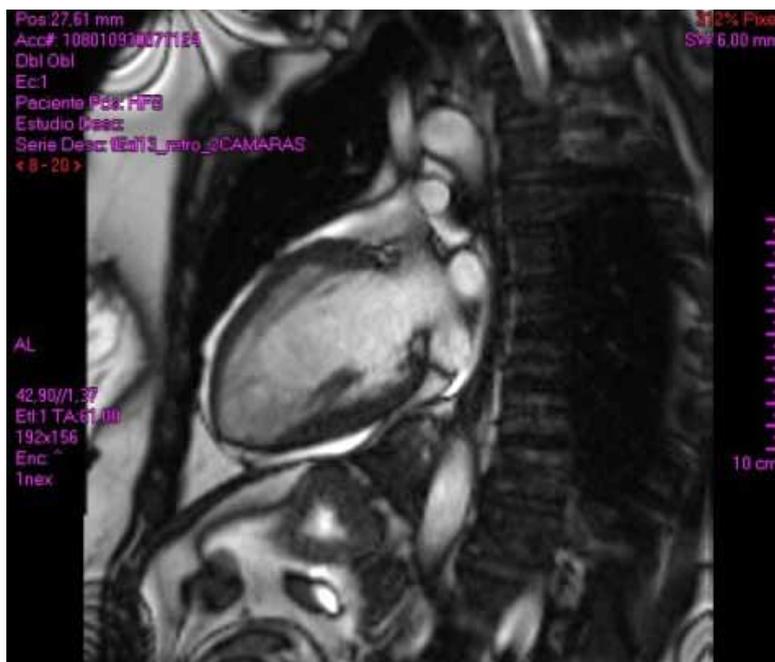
RMN Cardíaca. Trábeculas y no compactación.
